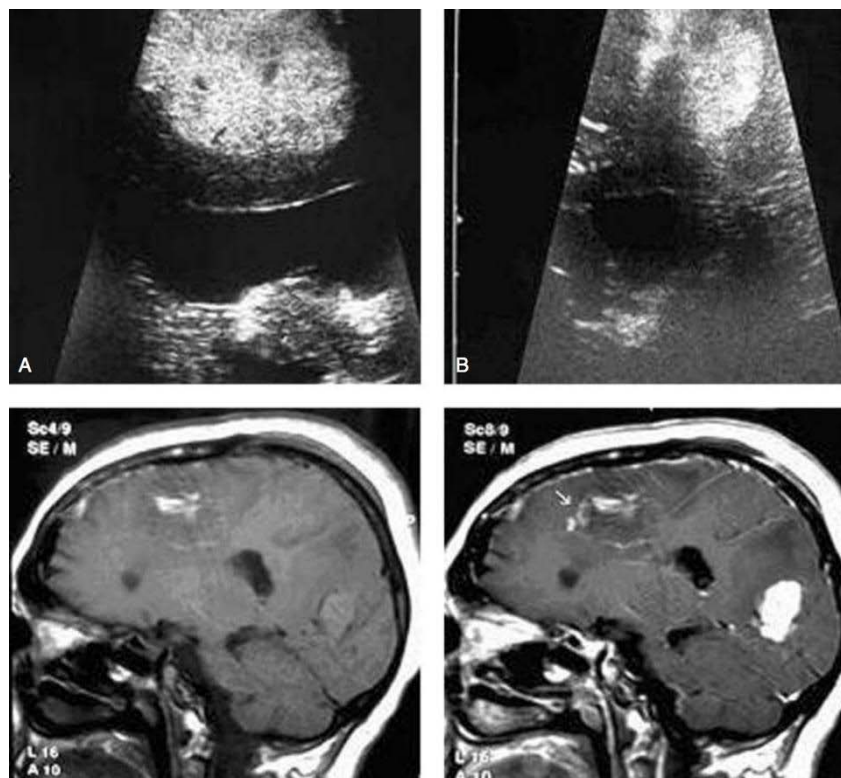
Images d'échographie per opératoire et d'IRM postopératoire d'un carcinome métastatique cérébrale :
